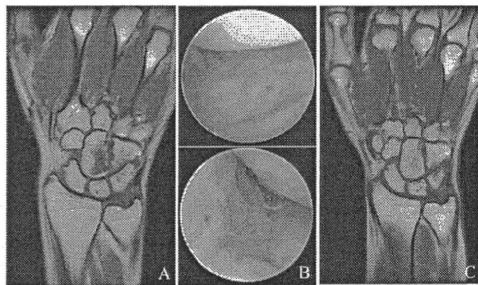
(A) 術前MRI-T1強調像 (B) 鏡視像 掌側の増生滑膜が有頭骨にimpingementを認めた(上図)。滑膜切除を施行(下図) (C) 術後8ヵ月MRI
